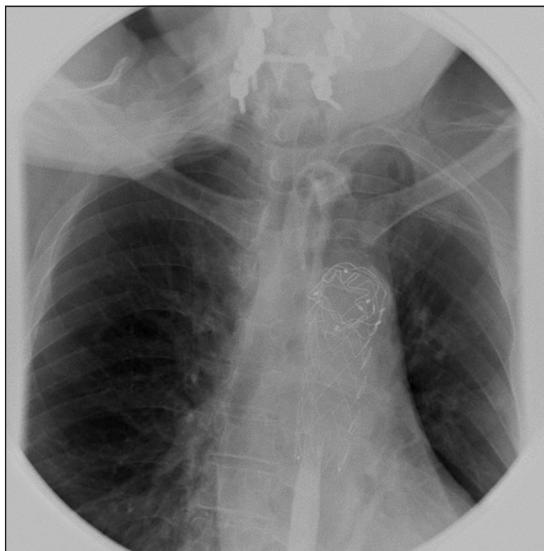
Radiografía de esófago contrastado posoperatoria sin evidencias de filtración.
